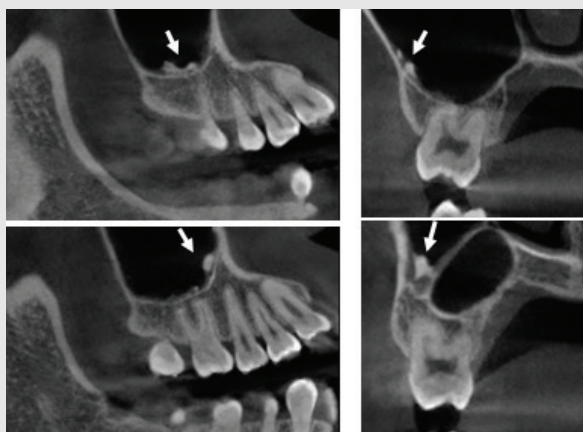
On CBCT images, an amorphous structures of similar bone density are observed at the lower part of right maxillary sinus.
